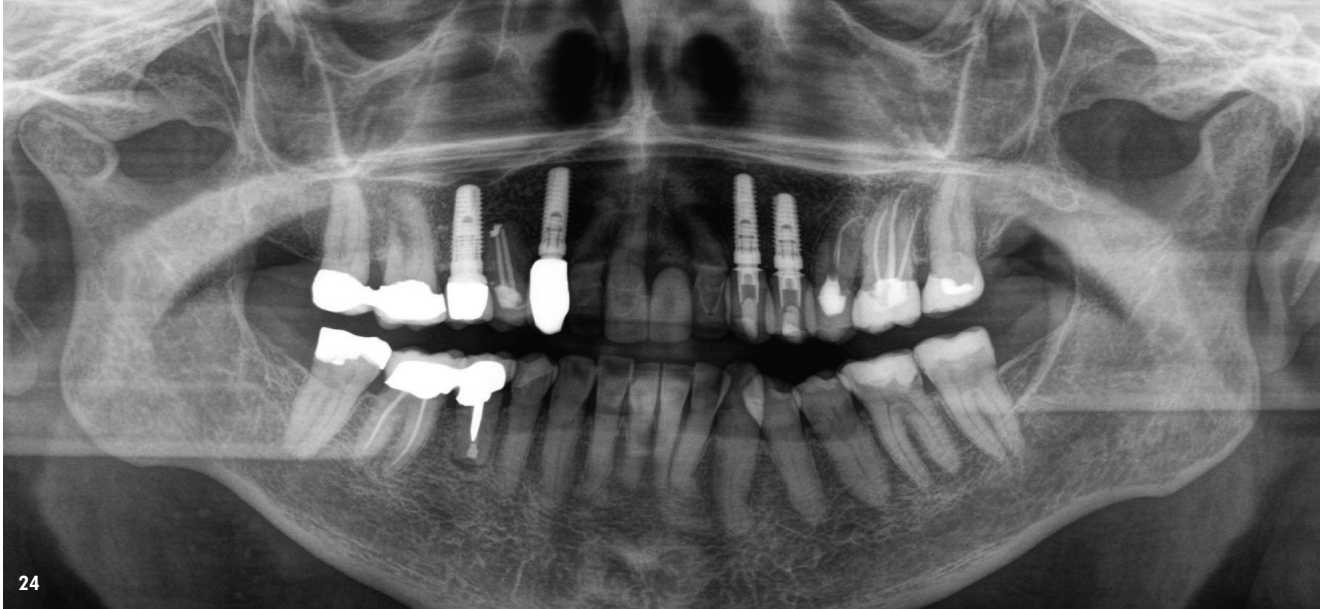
Röntgenkontrollaufnahme nach Eingliederung der definitiven Versorgung. – Abb. 25: Definitive Versorgung von okklusal. – Abb. 26: Harmonisches Lippenbild. – Abb. 27: Abschlussbild der finalen Rekonstruktion eine Woche nach dem Einsetzen.
